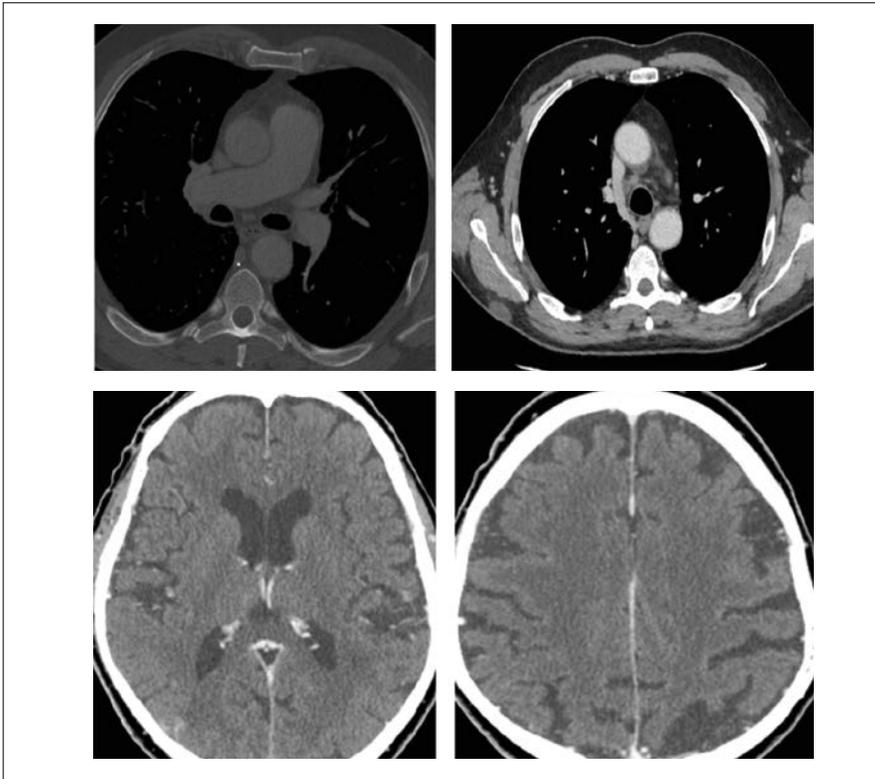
TC di rivalutazione (dopo 8 cicli).
